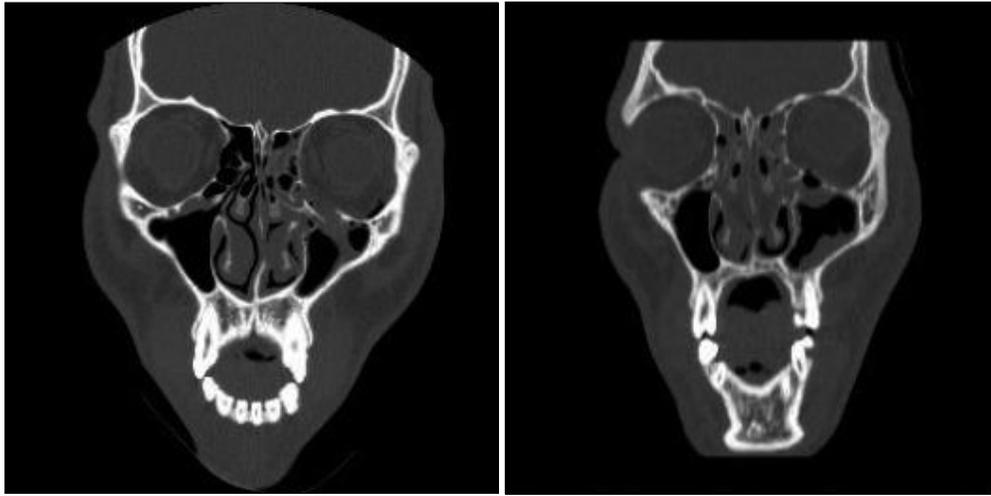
Case 15. (Left) Preoperative computed tomographic (CT) scan shows a trapdoor orbital floor blowout fracture with herniation of orbital tissue. (Right) Postoperative CT scan taken in 1 week after the surgery by elevator fixation technique shows a well-reduced orbital floor.
